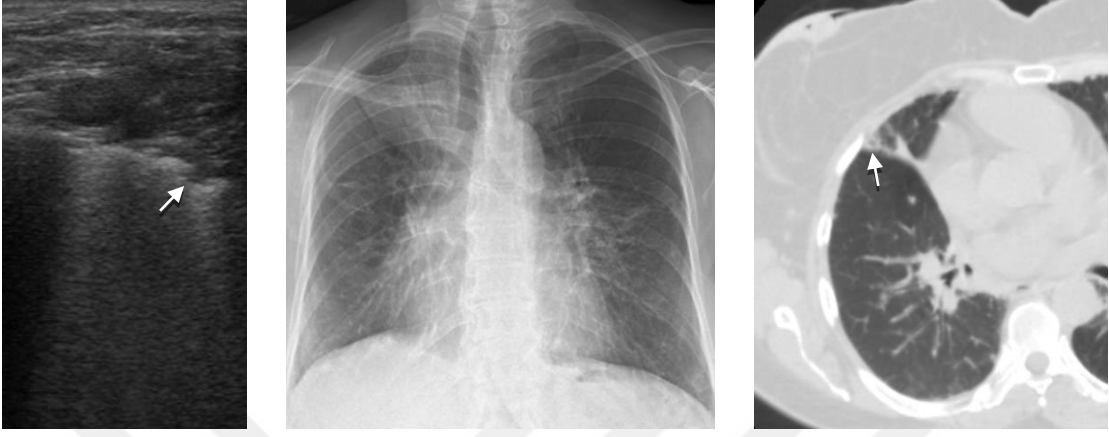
M.E.A. Akciğer grafisinde (sol) ve toraks BT kesitinde (orta) periferik kitlesi olan ve son tanı olarak akciğer kanseri tanısı alan 75 yaşındaki erkek hastanın toraks USG'sinde (sağ) lezyon konsolidasyon şeklinde görülmektedir.
